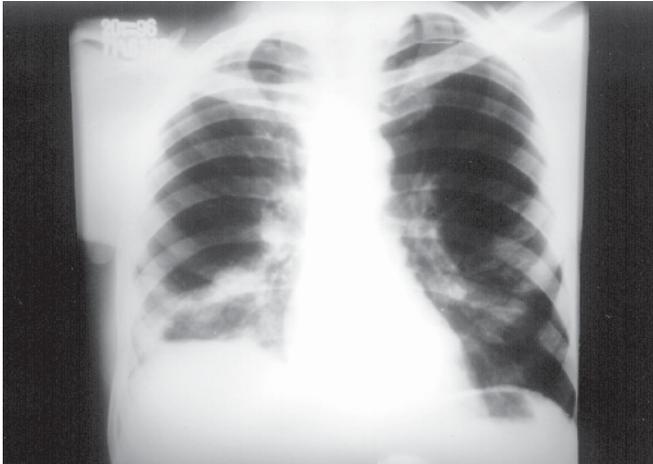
Telerradiografia de tórax em PA, à internação, mostra opacidades arredondadas de contornos parcialmente definidos nas regiões hilares, lobo médio e lobo inferior direito. Nota-se ainda opacidade subpleural no lobo inferior direito.
